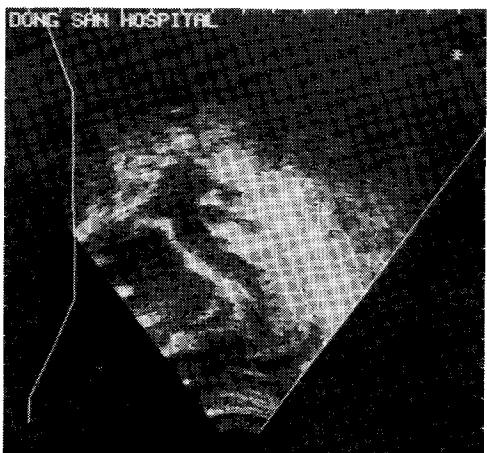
Echocardiogram: The subxiphoid long axis (L3) view revealed intact ventricular septum.
